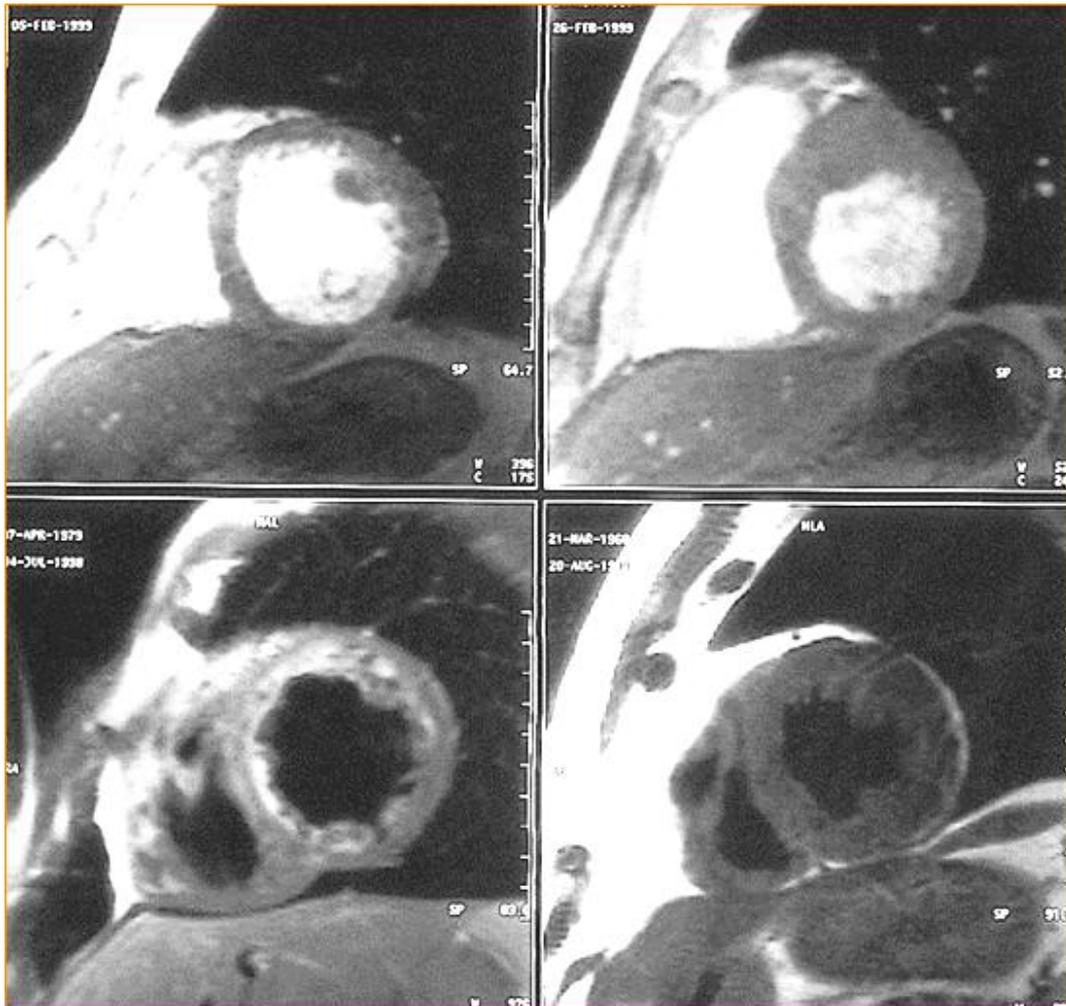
RM asse corto. In alto a sinistra: cardiomiopatia dilatativa, in alto a destra: cardiomiopatia ipertrofica, in basso a sinistra: cardiomiopatia restrittiva, in basso a destra: displasia aritmogena del ventricolo destro.
